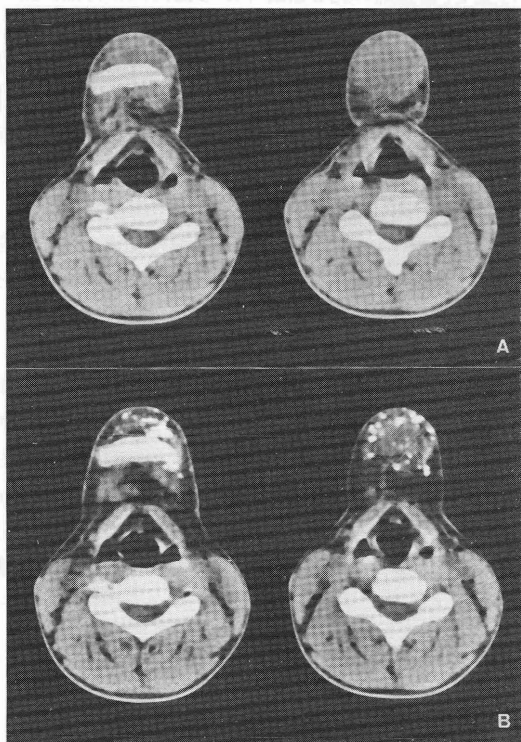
症例1。X線CT像。A: pre-embolization CT、B: post-embolization CT。
